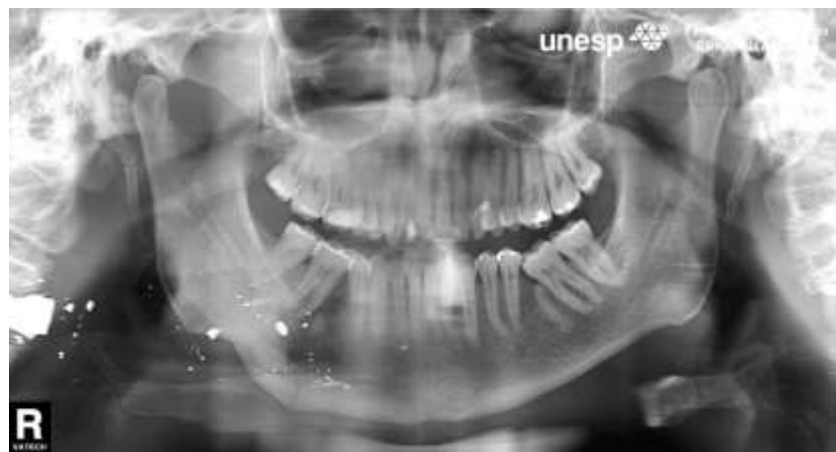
Radiografia panorâmica evidenciando projétil de arma de fogo (próximo à coluna cervical) e fratura do corpo mandibular (lado direito)
